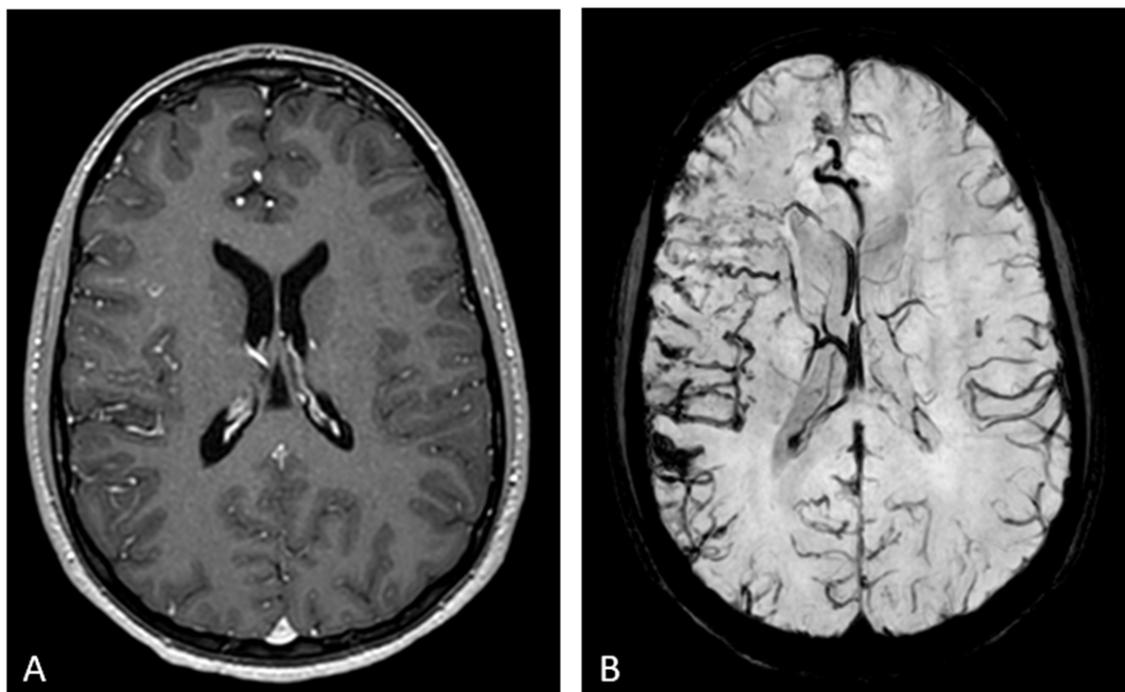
Secuencia de neuronavegador (A) y secuencia SWI (B) de estudio de RM con contraste intravenoso. Se visualizan estructuras vasculares anómalas hemisféricas derechas, de localización leptomenígea y morfología tortuosa. Venas colectoras que drenan en el sistema profundo (B). Área cortico-subcortical temporal posterior derecha en relación con foco de malacia y gliosis con calcificaciones corticales asociadas (B).
